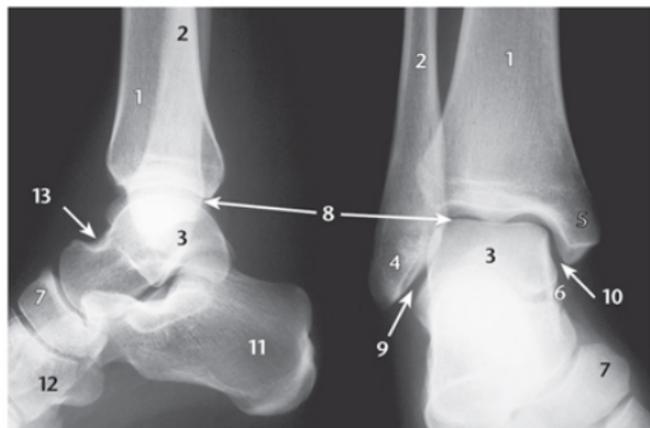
Röntgen oberes Sprunggelenk in 2 Ebenen. Tibia (1), Fibula (2), Talus (3), Fibulaspitze (4), Malleolus medialis (5), Sustentaculum tali (6), Os naviculare (7), Gelenkspalt (Articulatio talocruralis) (8), Articulatio fibulotalare (9), Articulatio tibiotalare (10), Kalkaneus (11), Os cuboideum V (12), Collum tali (13) [A300-M247]
